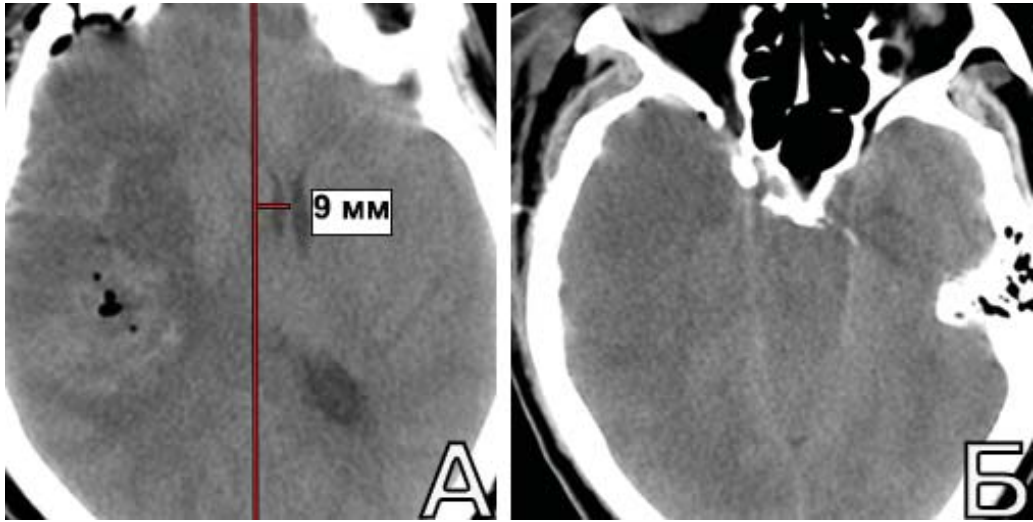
Пациентка А-ва, 52 лет. КТ головы на 2-е сутки п/о. А. Отечность правого полушария, несмотря на удаление ВМГ, значительно выросла. ЛД увеличилась до 9 мм; Б. видно, что охватывающая цистерна компримирована отечным мозгом
